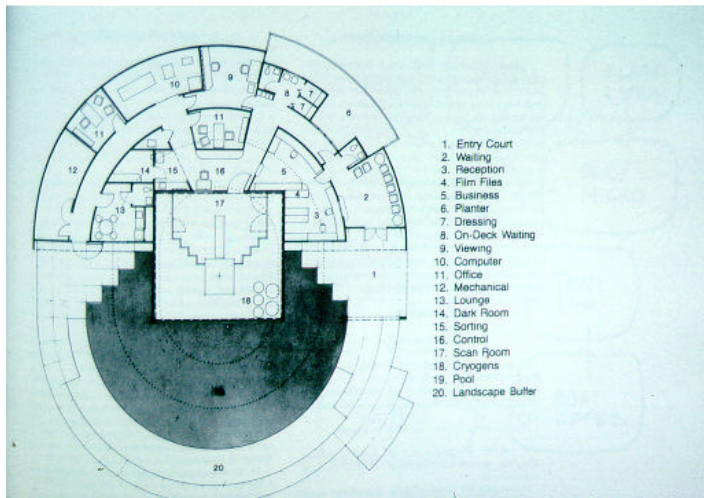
MRI Clinic, Harvard, Jolly, Marcet & Associates
